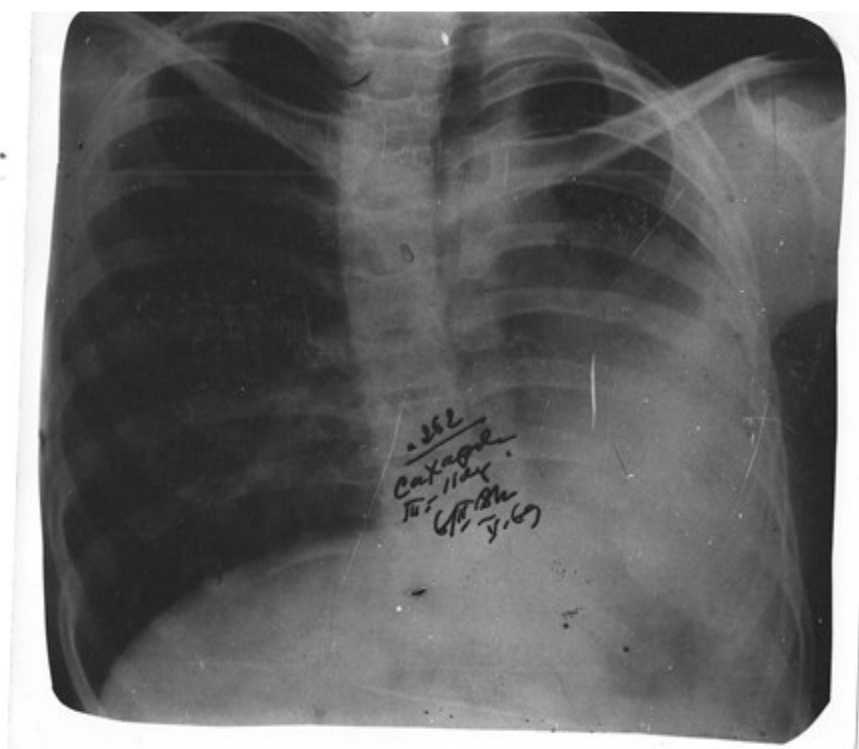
Рентгенологическое исследование указывало на уменьшение объема грудной клетки слева, интенсивное затемнение, купол диафрагмы слева четко не дифференцируется.
